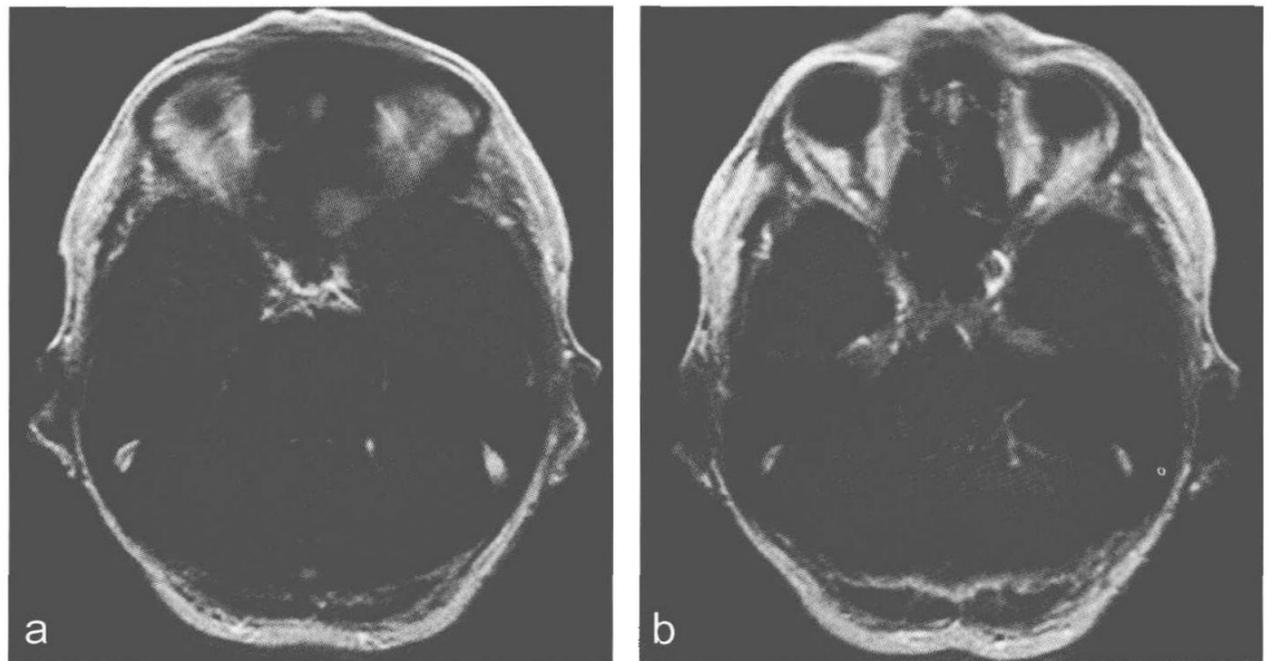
~ d 轴位T2加权像 (a) 和增强MRI-T1像 (b), 显示一个大的穿过脑组织的引流静脉。注意在T2加权像上显示的增大的血管周围间隙环绕着静脉 (a), 冠状位T1像无增强 (d)。“海蛇头”样由星状轮廓的小引流静脉构成 (c)
